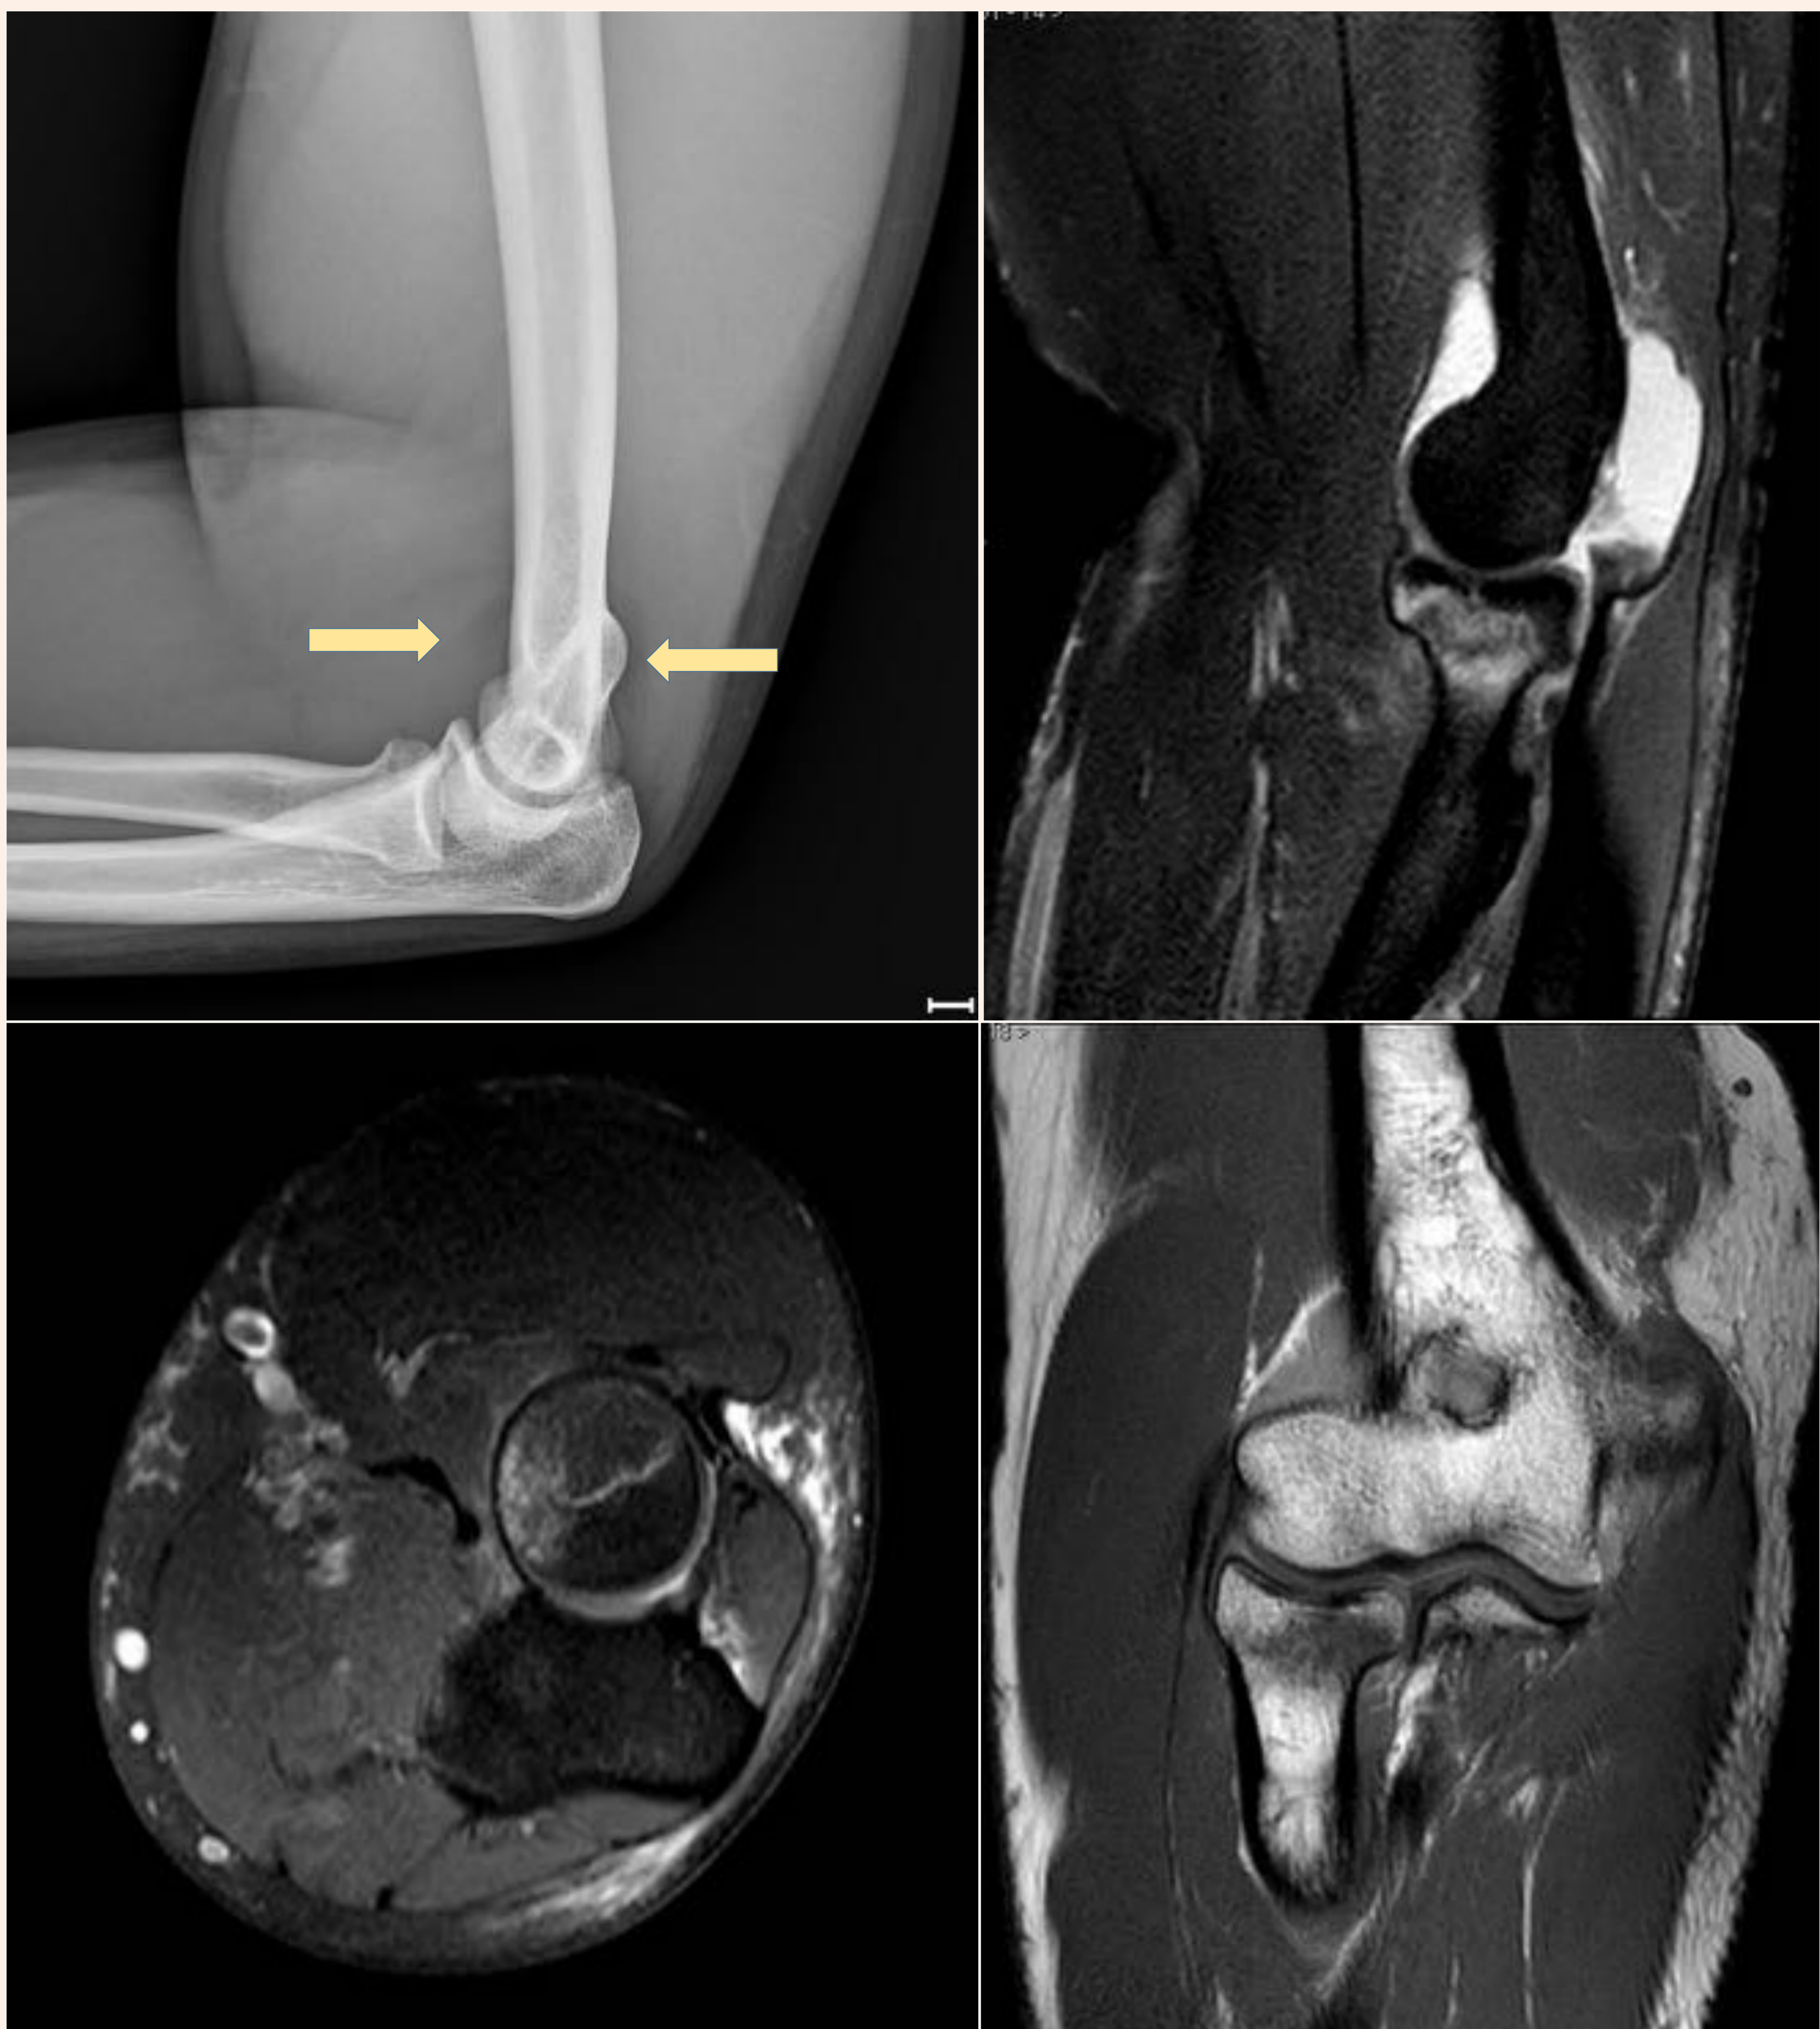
Fractura de cabeza de radio Mason tipo 1. Arriba a la izquierda, proyección Rx lateral donde se visualiza signo de la vela y paquete graso posterior visible, fractura no visible. Secuencias RM Axial SPAIR, Sagital SPAIR Y coronal T1, donde se aprecia derrame articular y se identifica edema óseo asociado a la fractura de cabeza de radio Mason tipo I.
